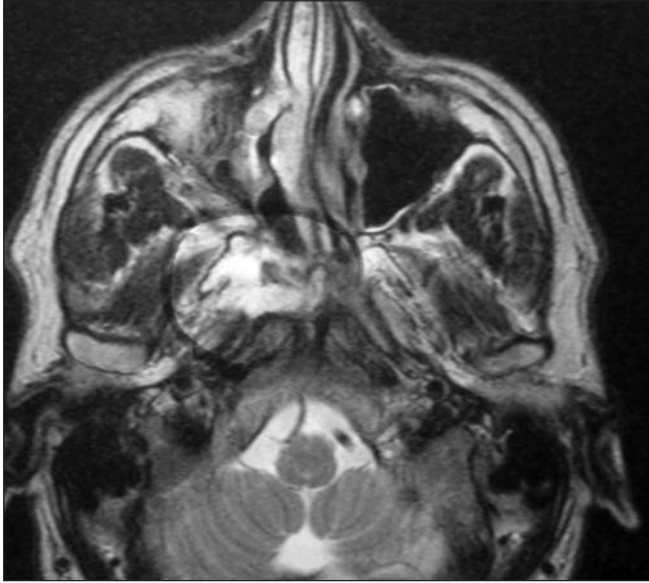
Imagen de resonancia magnética de un caso con tejido residual captante (enmarcado). Dado que en los siguientes controles no se observó crecimiento, y ante la ausencia de síntomas, se optó por una estrategia de *wait and see*.
